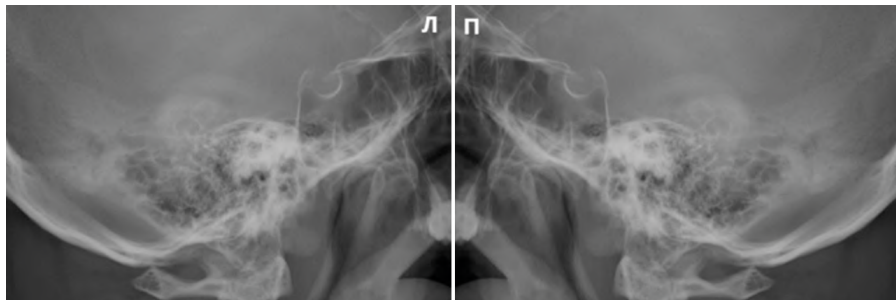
Рентгенография сосцевидных отростков.
